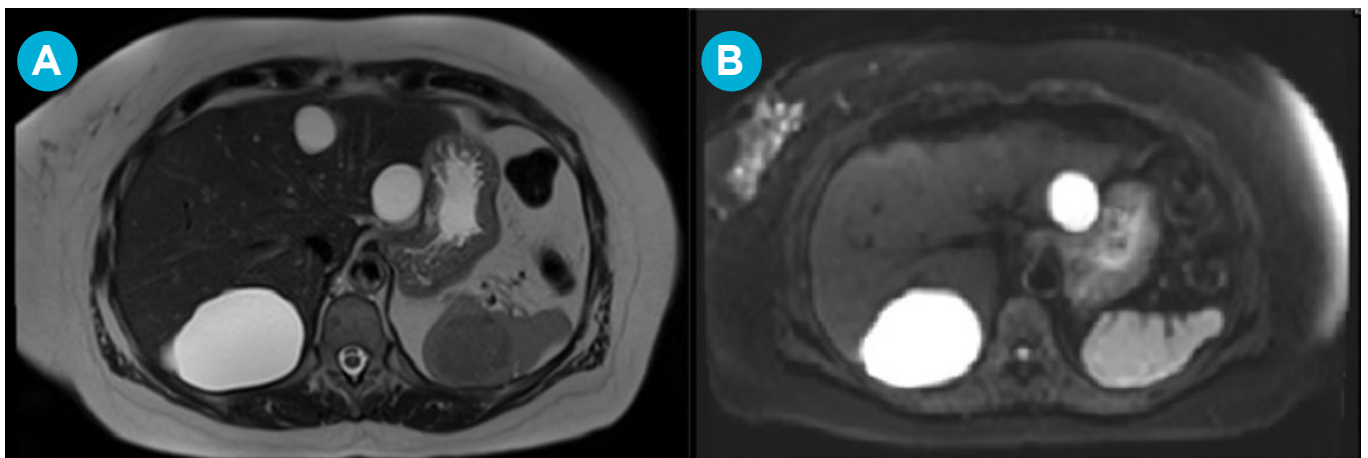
Resonancia magnética de abdomen muestra lesión nodular sólida de 4.5 cm de diámetro mayor, isointensa en T1. A: De baja señal en T2, de contornos lobulados bien delimitados, que presenta captación heterogénea discretamente nodular de la sustancia de contraste, con llenado centrípeto tardío. B: No restringe en el estudio de difusión.
